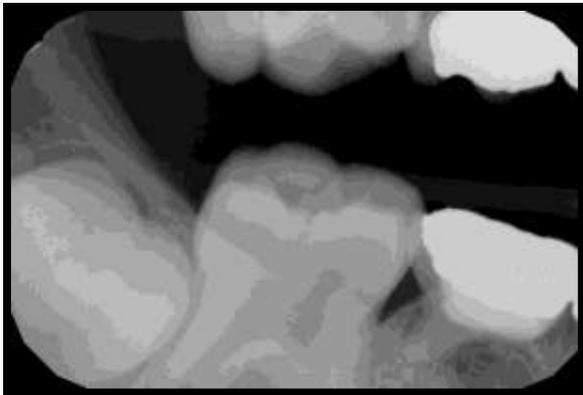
Radiografía de aleta de mordida del lado izquierda.
